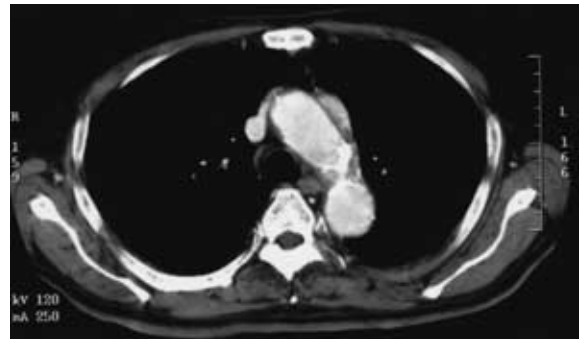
A Chest CT at the level of the upper lobe shows a marked decrease in the mass. The decreased mass shows an extrapleural sign.
